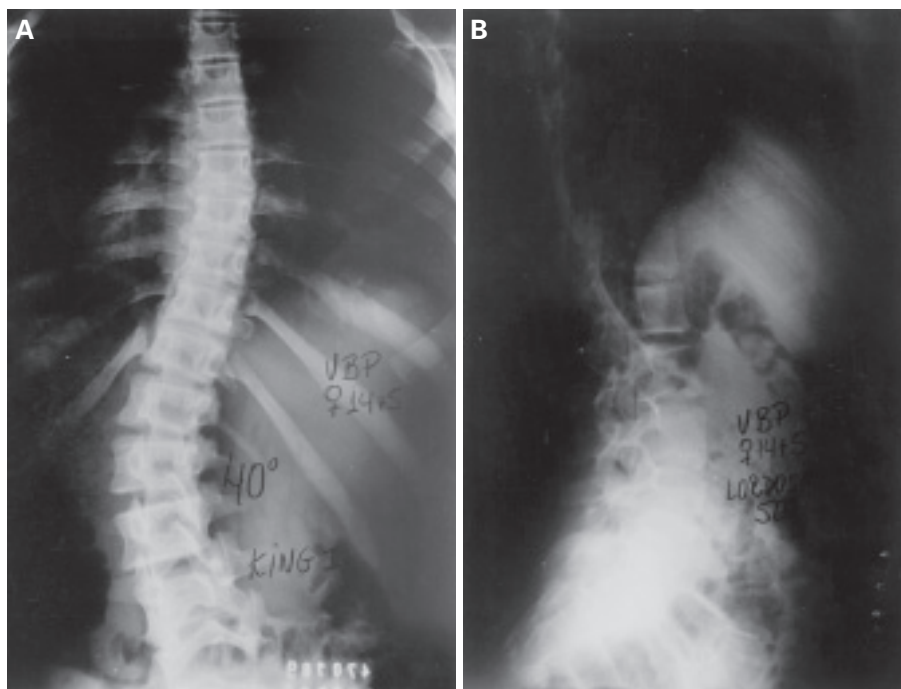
V.B.P., sexo feminino, 14 + 3 anos de idade, escoliose idiopática lombar T11L3 (40° Cobb). A) Radiografia pré-operatória em AP. B) Radiografia pré-operatória em perfil.
